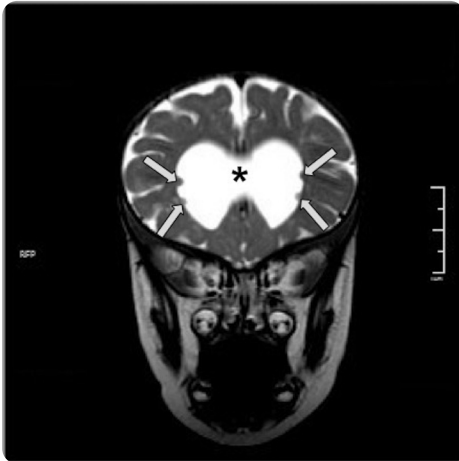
Paciente masculino de 11 meses de edad con diagnóstico de síndrome convulsivo no especificado. RM coronal T2 frFSE: zonas de heterotopia de la sustancia gris subependimaria (flechas) y agenesia de septo pelúcido (\*).
